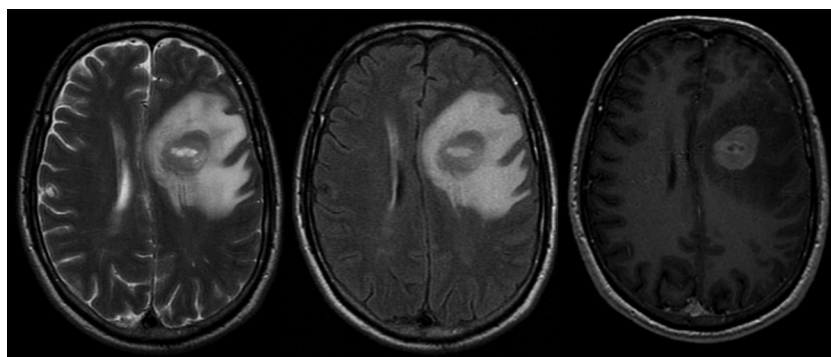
RM de cerebro (T2, FLAIR y contraste): imagen hipointensa en T2 y FLAIR de aspecto nodular, rodeada de edema perilesional y realce con contraste homogéneo.
